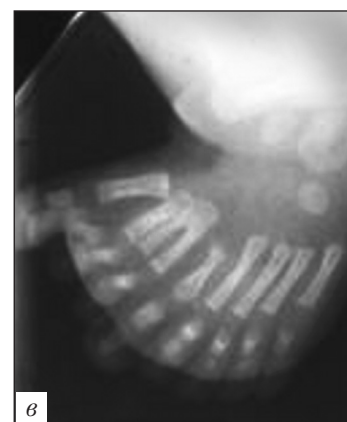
Полидактилия нижних конечностей (а, б). Рентгенодиагностика (в)
